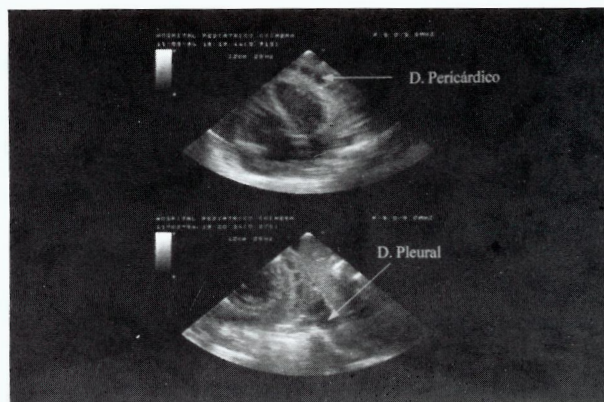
Ecocardiografia bidimensional à chegada.
